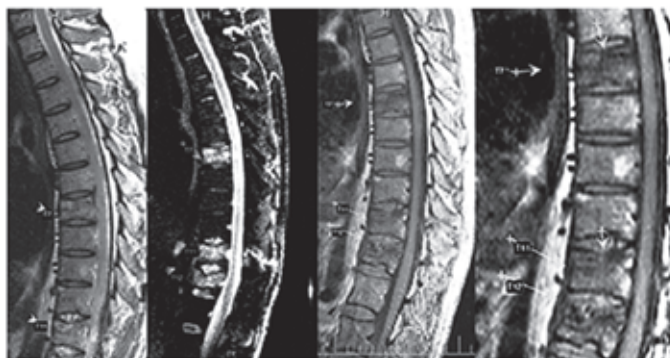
МРТ грудного отдела позвоночника в сагиттальной плоскости больной Ж. 46 лет, на которых определяются острый ОПКП перелом тела ThXII и скрытые переломы тел ThVII и ThXI без снижения высоты. На T2ВИ, STIR изображении и T1ВИ вертикальными стрелками показаны депрессионные переломы замыкательных пластин, сопровождающиеся горизонтальными линиями отека, расположенными под ними
